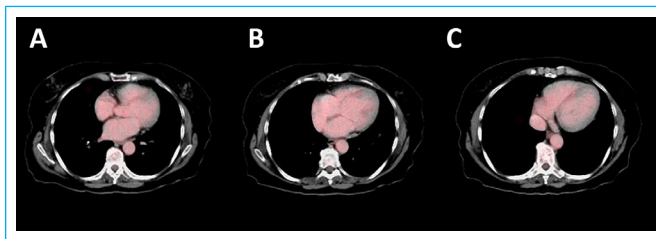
Estudio PET-TC. Las imágenes A, B, C muestran tres planos de corte en el corazón. No se aprecian zonas de captación activa de fluorodeoxiglucosa.
